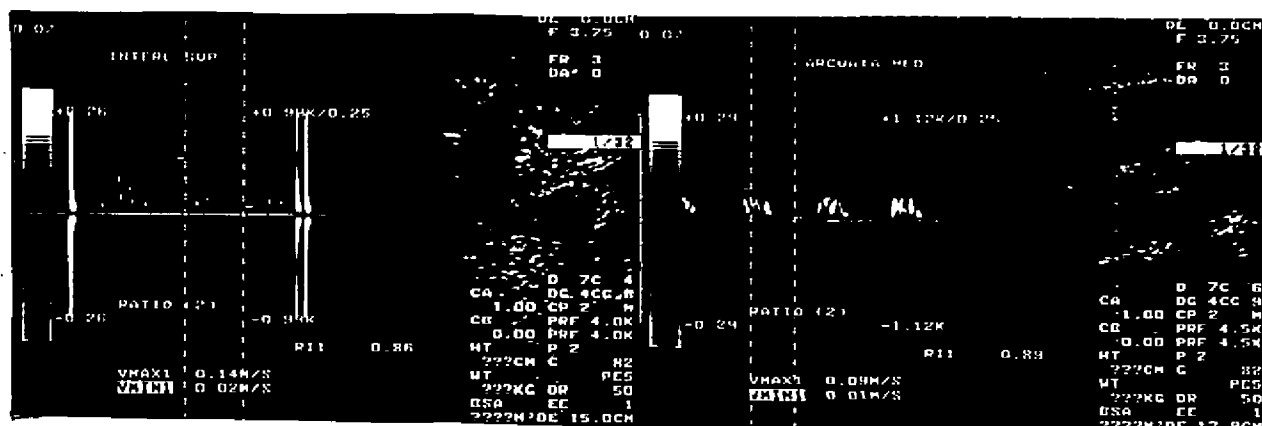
Estudio Doppler duplex color del mismo RA vascular. Las curvas son de alta resistencia, con baja diástole (Fig.36), desaparición de la misma y altos IR (0.86-0.89) que a la semana aún son mayores (IR=1) (Fig.38).
